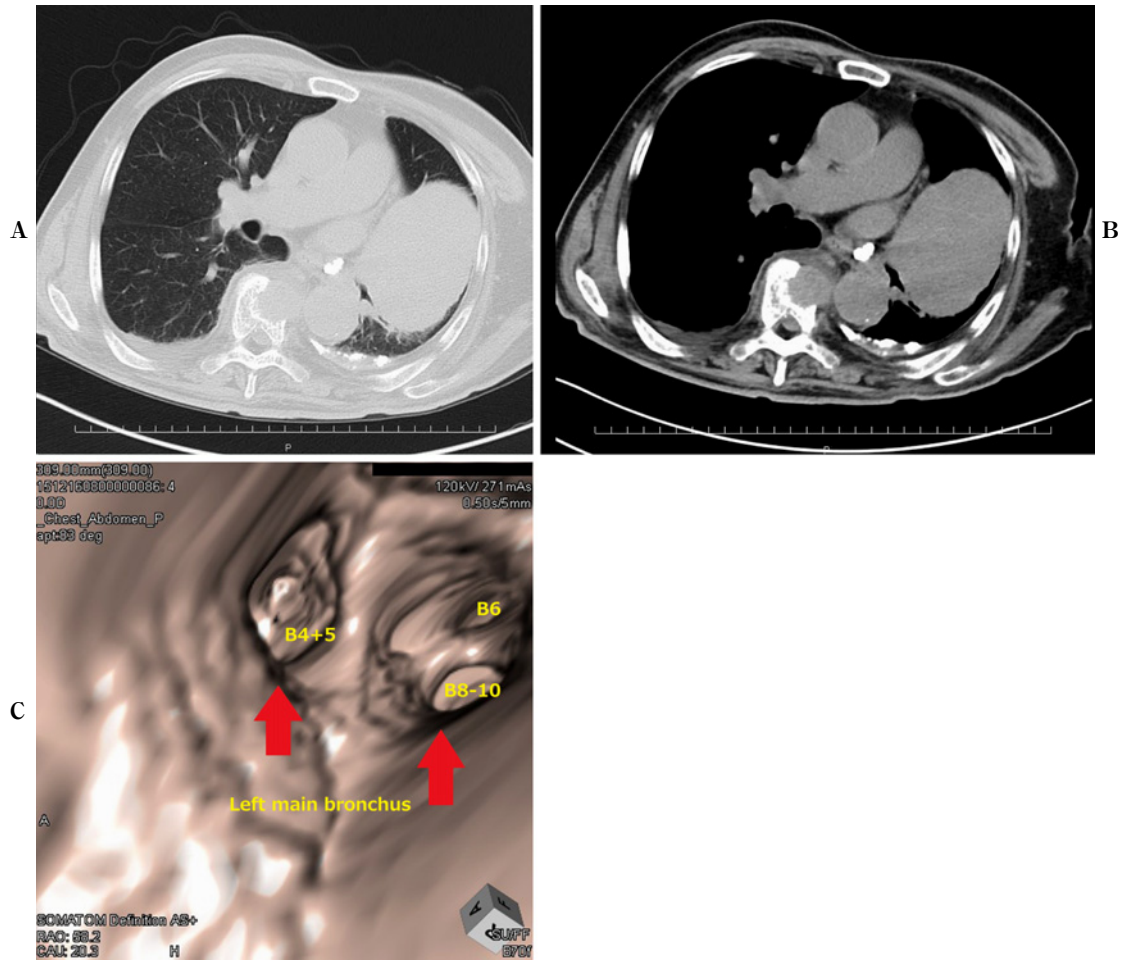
A. Conventional CT findings at the level of the lung window. B. Conventional CT findings at the level of the mediastinal window. A 90×80 mm left hilar mass. C. Virtual bronchoscopy revealed stenosis of the left lower and lingular bronchus due to compression by the tumor (red arrows).
